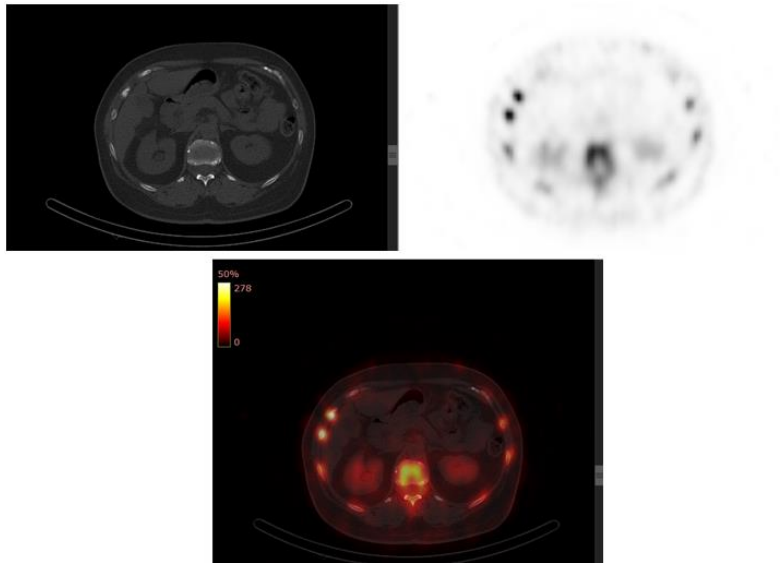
Στην ίδια ασθενή πραγματοποιήθηκε και CT χαμηλής δόσης. Σύντηξη εικόνας CT και εικόνας SPECT, στο στεφανιαίο επίπεδο (fused εικόνα SPECT/CT). (Ευγενική παραχώρηση από το αρχείο του Πυρηνικού Ιατρού και Διευθυντή ΕΣΥ, τμήματος Πυρηνικής Ιατρικής του Π.Γ.Ν. «Αττικόν» κ. Αρμενιάκου Ιωάννη)*
